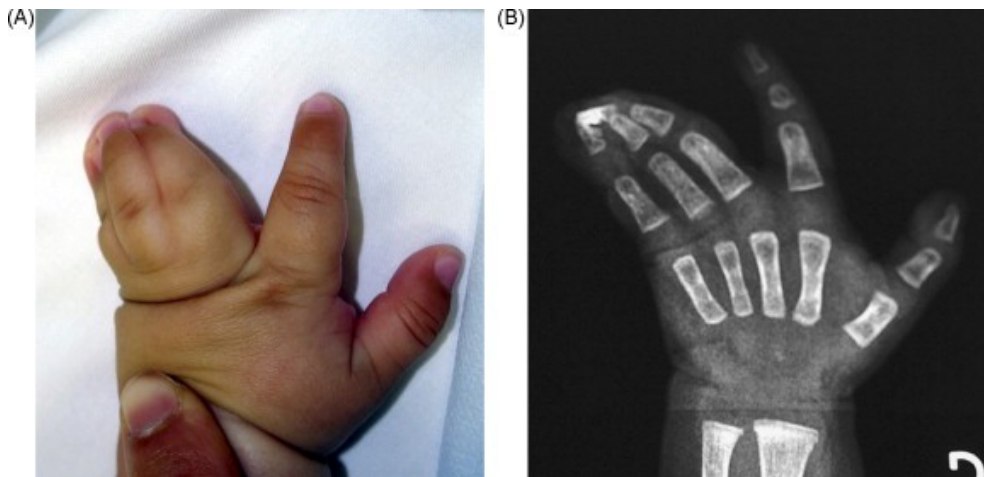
A. Syndactylie complexe. B. Aspect radiographique. Il existe une fusion osseuse distale. (10)
